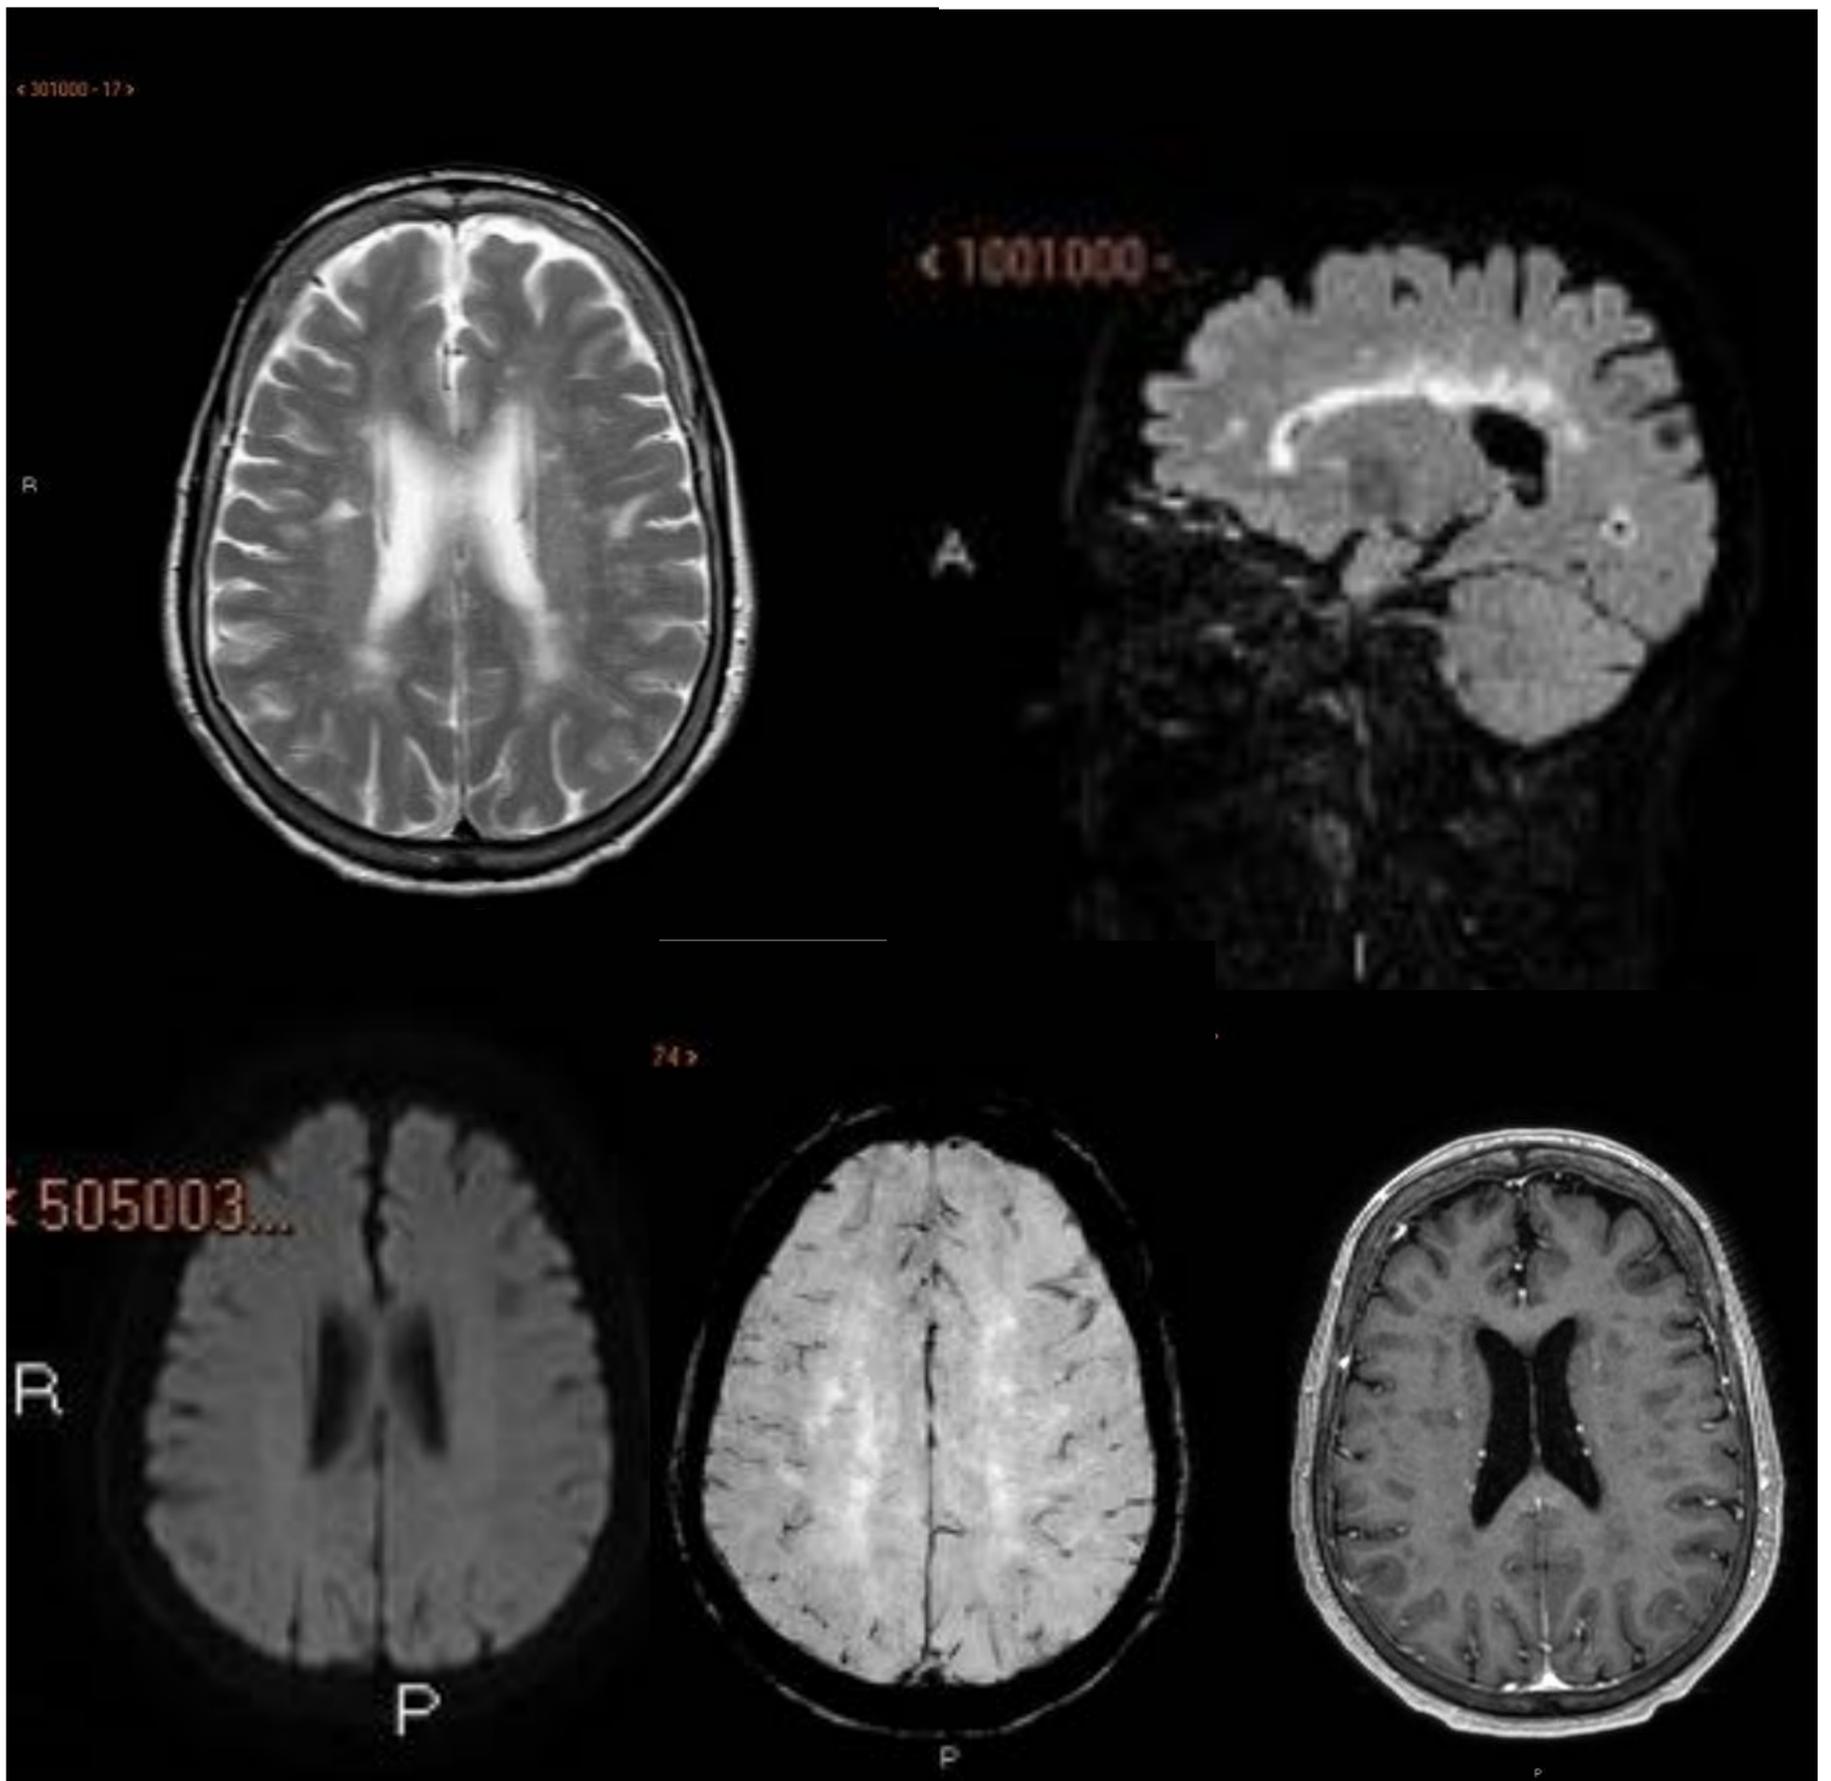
Estudio de RM en paciente con esclerosis múltiple sin actividad, mostrando imágenes de secuencias axial T2W, sagital FLAIR, secuencia de difusión, SWI y axial T1W_MPR con contraste IV. Se identifica una extensa afectación de la sustancia blanca con presencia de múltiples lesiones hiperintensas en las secuencias de TR largo, a nivel de periventricular, en la sustancia blanca profunda y algunas de ellas yuxtacorticales y subcorticales profundas así como perpendicular a ventrículos laterales. Tienen tendencia a confluir entre ellas. No realzan con el contraste IV ni muestran restricción a la difusión.
